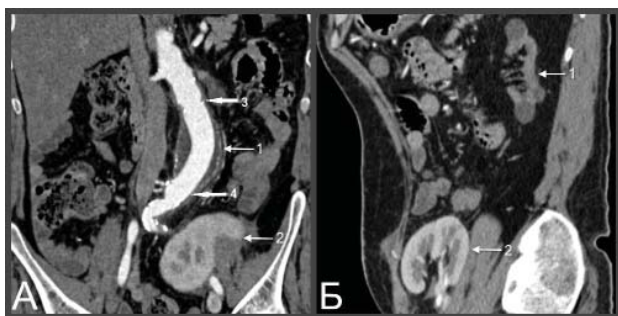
Послеоперационная компьютерная томографическая ангиография. А – коронарная проекция: аневризма аорты (1); пересаженная почка (2); проксимальный анастомоз (3); дистальный анастомоз (4). Б – сагиттальная проекция: сморщенная почка (1); аневризма аорты (2)
